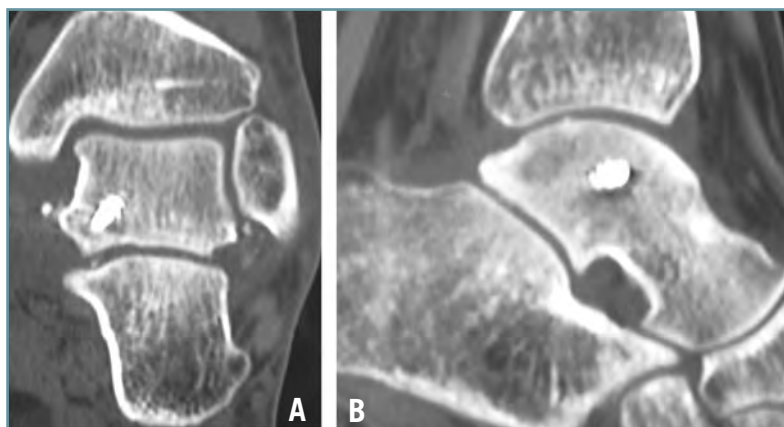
Imágenes de TC frontal (A) y lateral (B), donde se observa una restauración completa de la articulación subastragalina.
